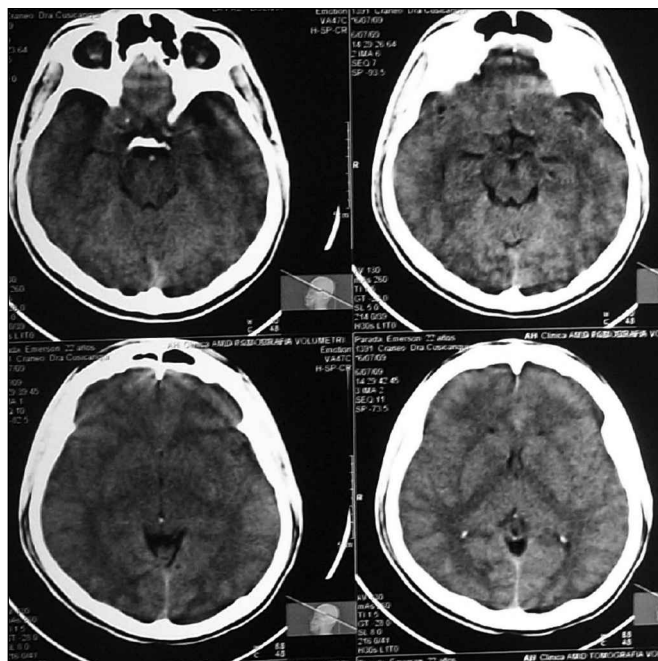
TAC simple de encéfalo, (cortes más representativos) donde se evidencia edema cerebral que compromete de forma difusa
